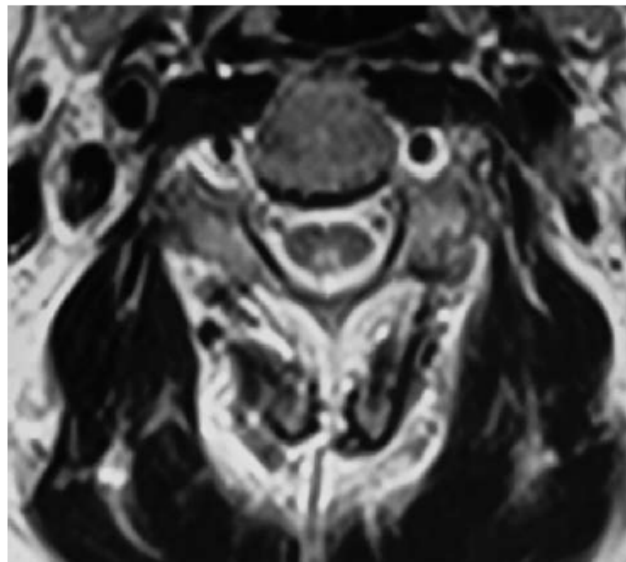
Resonancia Magnética Cervical (T2), corte axial. Hiperintensidad de cordones posteriores (un año después del diagnóstico y de estar recibiendo tratamiento).
